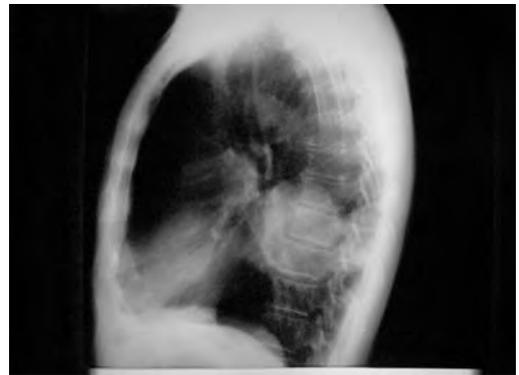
Radiografía lateral de tórax que muestran una opacidad heterogénea en región basal derecha sugestiva de carcinoma broncogénico.
